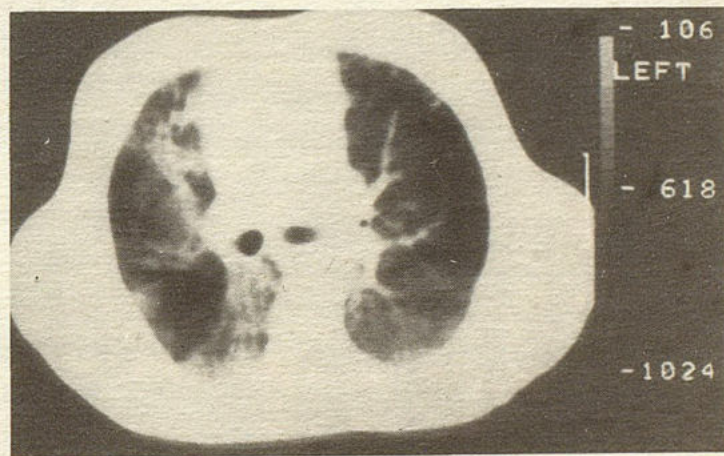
Компьютерная томограмма органов грудной клетки больного Н. В обоих легких определяется выраженное асимметричное усиление легочного рисунка тяжисто-ячеистого характера; мелкие очаговые тени (ацинарные, дольковые), местами сливающиеся между собой. Гиповентиляция S_{III}, V_I правого легкого, расширение корней обоих легких.
